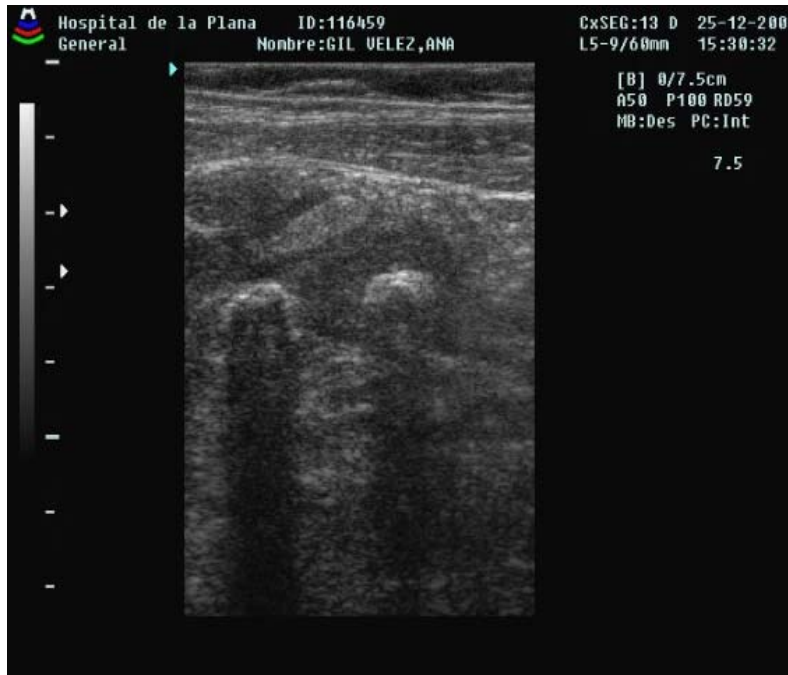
ECOGRAFIA. Apendicitis aguda catarral - flemonosa con dos apendicolitos.
